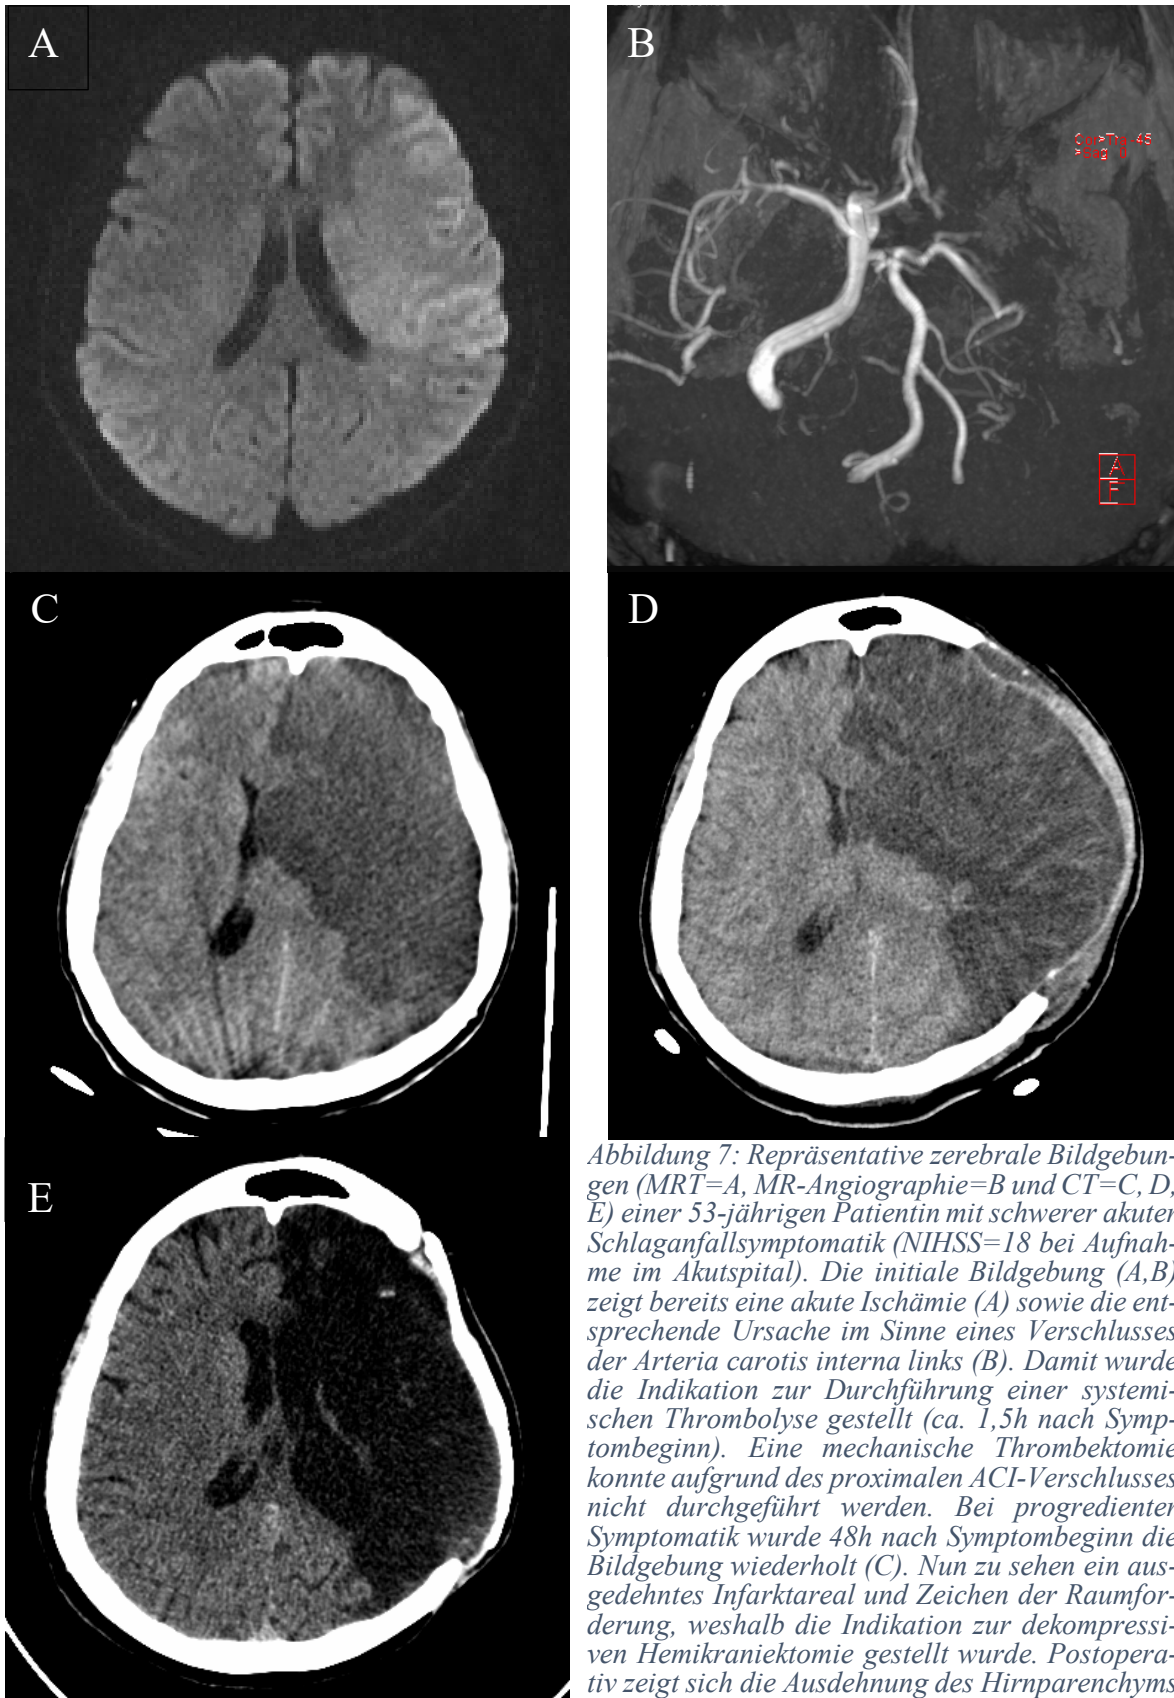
Repräsentative zerebrale Bildgebungen (MRT=A, MR-Angiographie=B und CT=C, D, E) einer 53-jährigen Patientin mit schwerer akuter Schlaganfallsymptomatik (NIHSS=18 bei Aufnahme im Akutspital). Die initiale Bildgebung (A,B) zeigt bereits eine akute Ischämie (A) sowie die entsprechende Ursache im Sinne eines Verschlusses der Arteria carotis interna links (B). Damit wurde die Indikation zur Durchführung einer systemischen Thrombolyse gestellt (ca. 1,5h nach Symptombeginn). Eine mechanische Thrombektomie konnte aufgrund des proximalen ACI-Verschlusses nicht durchgeführt werden. Bei progredienter Symptomatik wurde 48h nach Symptombeginn die Bildgebung wiederholt (C). Nun zu sehen ein ausgedehntes Infarktareal und Zeichen der Raumforderung, weshalb die Indikation zur dekompressiven Hemikraniektomie gestellt wurde. Postoperativ zeigt sich die Ausdehnung des Hirnparenchyms
